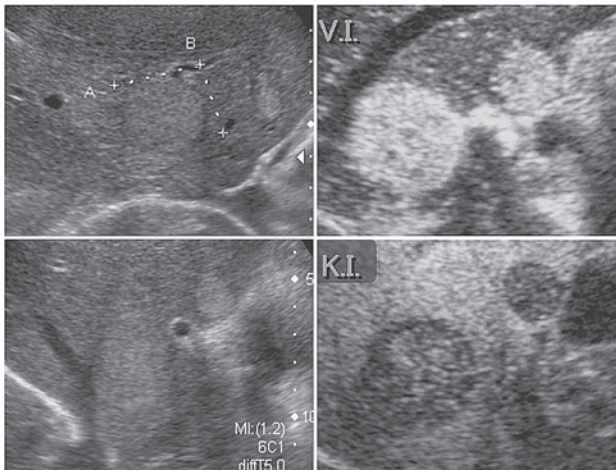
超音波検査 右上 Vascular image, 右下 Kupffer image
